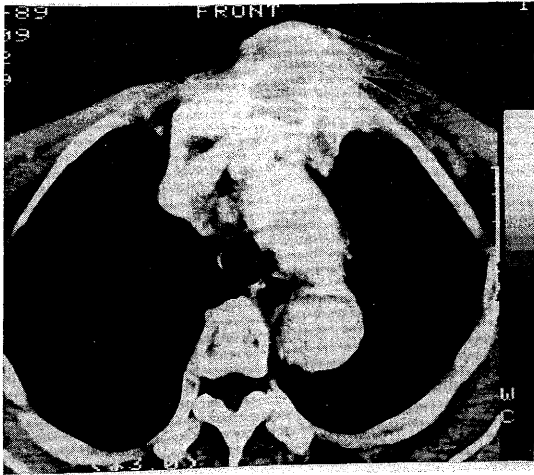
Contrast enhanced CT scan obtained at level of aortic arch shows subcutaneous tumor invading the sternum (arrow) and a mediastinal lymphadenopathy (arrow head).
